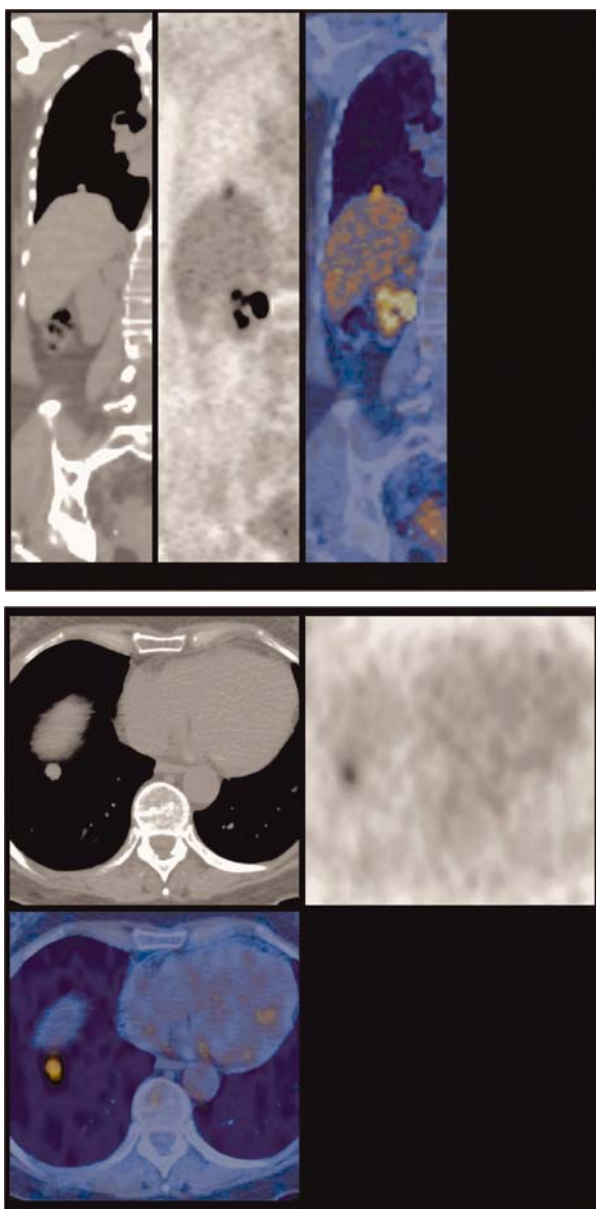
Immagini coronale e assiale di un nodulo captante l'FDG al lobo inferiore del polmone destro
